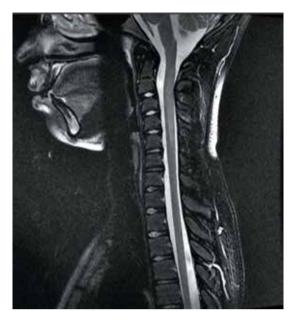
Пациентка О.П., 2004 г.р. Результаты магнитно-резонансной томографии шейного и грудного отделов позвоночника (02.12.2016), сагиттальная проекция в режиме T2-STIR: нарушение структуры вещества спинного мозга в шейном отделе позвоночника с визуализацией протяженного очага от уровня тела позвонка С2 до нижней замыкательной пластинки тела позвонка С5, спинной мозг на уровне поражения слегка утолшен
